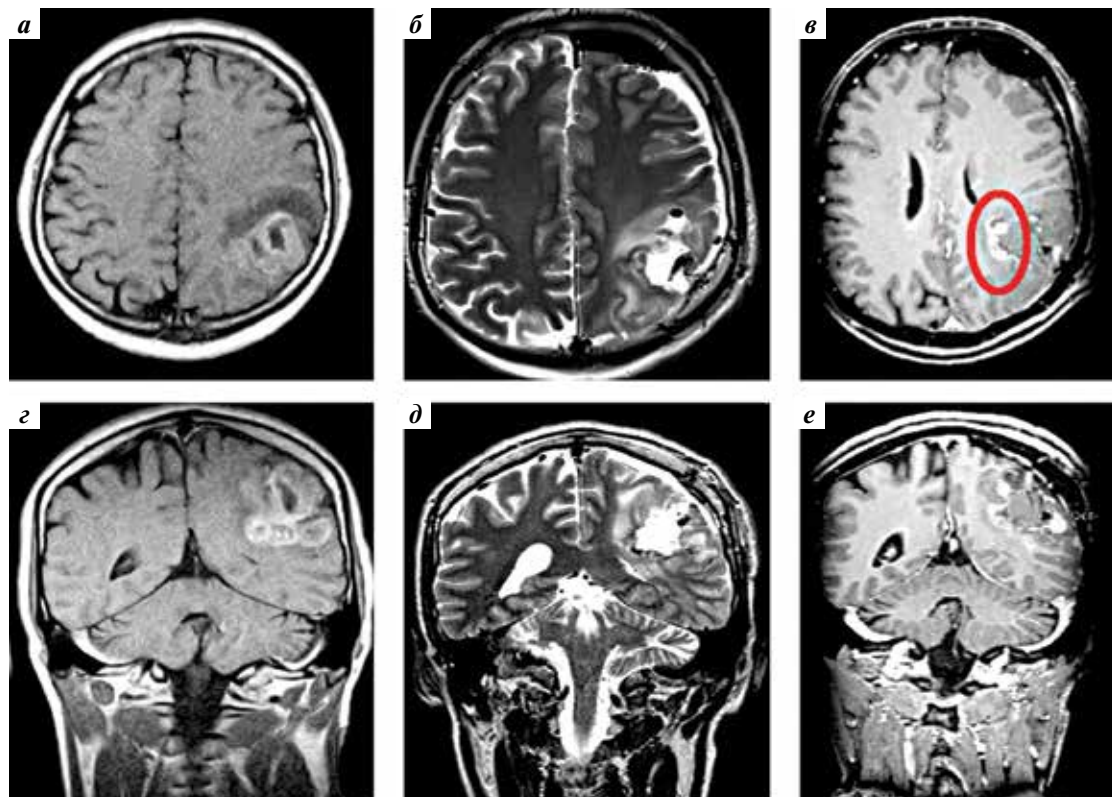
Клинический пример 1. Магнитно-резонансная томография: а, г – с контрастным усилением до операции (T1-взвешенная последовательность, аксиальный (а) и коронарный (г) срезы); б, д – после операции (T2-взвешенная последовательность, аксиальный (б) и коронарный (д) срезы); в, е – с контрастным усилением после операции (T1-взвешенная последовательность, аксиальный (в) и коронарный (е) срезы). Красным цветом выделена зона накопления контрастного препарата
